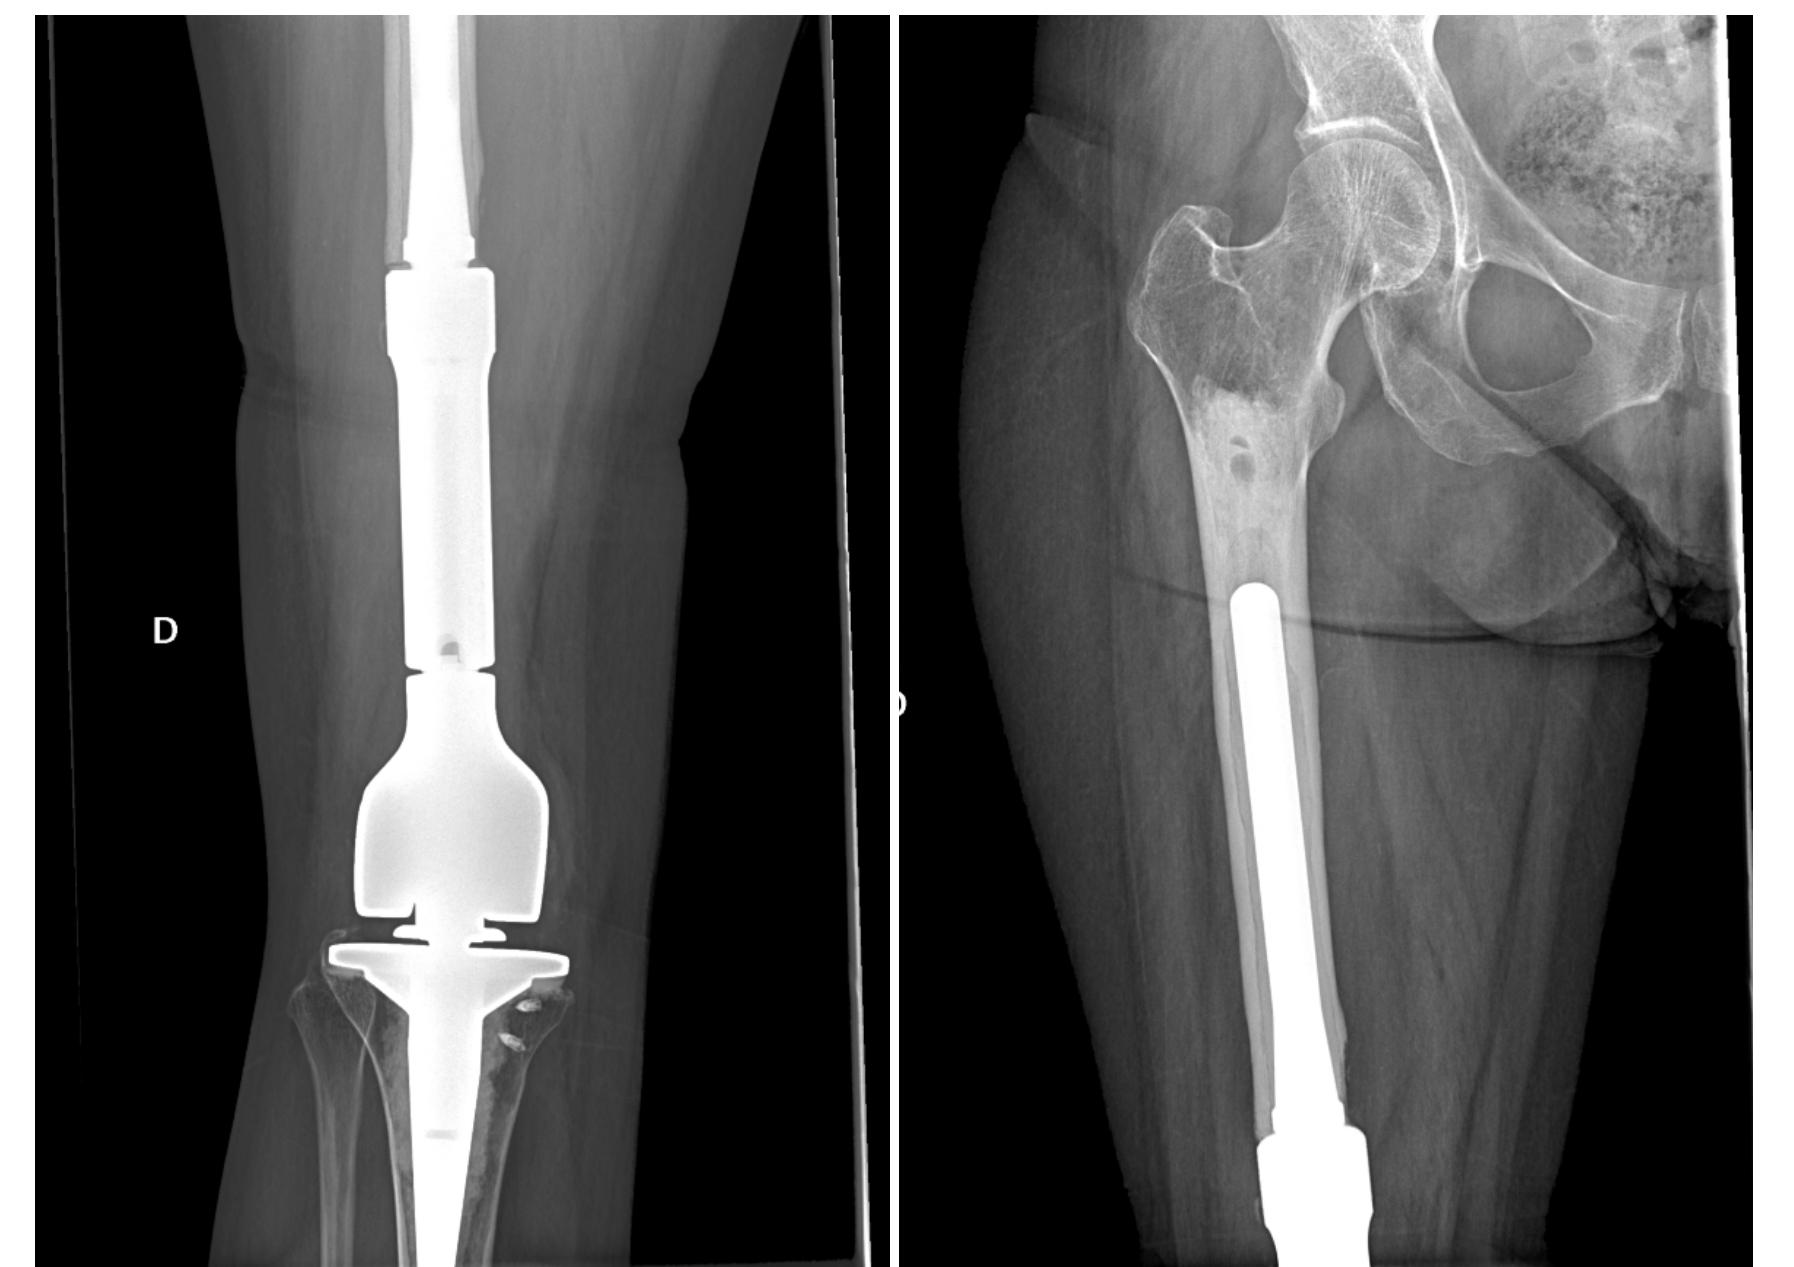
Radiografías actuales postcirugía
